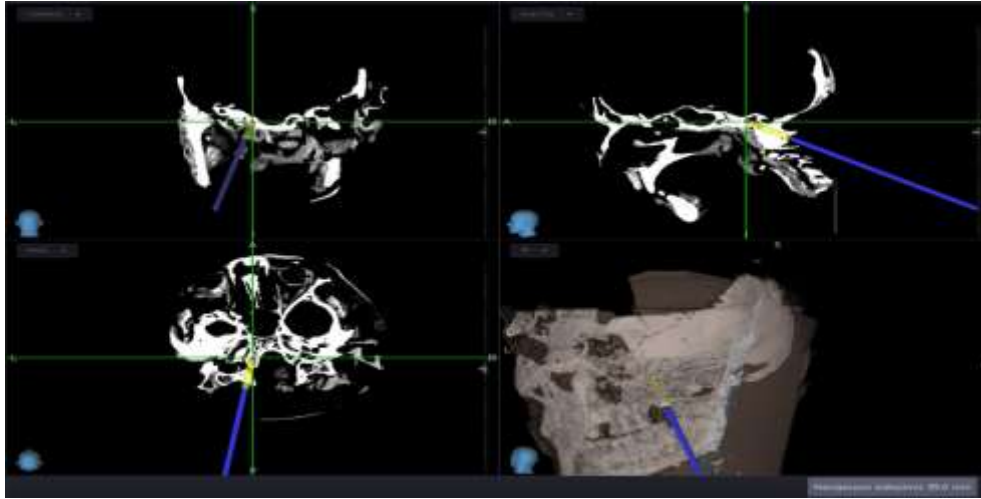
BT navigasyon eşliğinde 1 cm uzunluğunda vidanın görüntüsü sagittal, axial, koronal ve üç boyutlu görüntüsü
